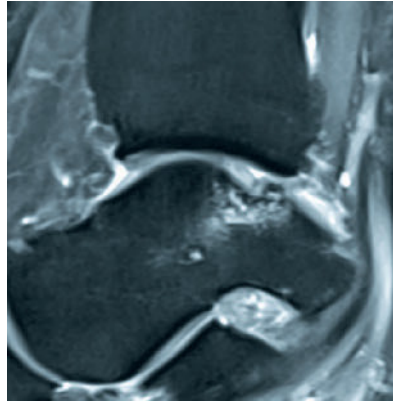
MRT sagittal mit Darstellung einer osteochondralen Läsion an der posteromedialen Talusschulter mit Einbruch des Knorpels und der subchondralen Lamelle sowie typischem subchondralem Ödem
